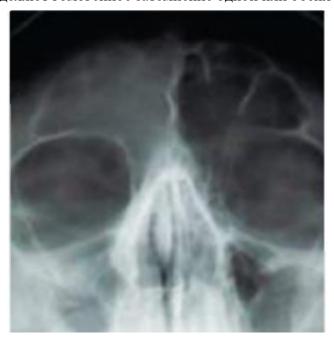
Рентгенограмма околоносовых пазух при остром фронтите
